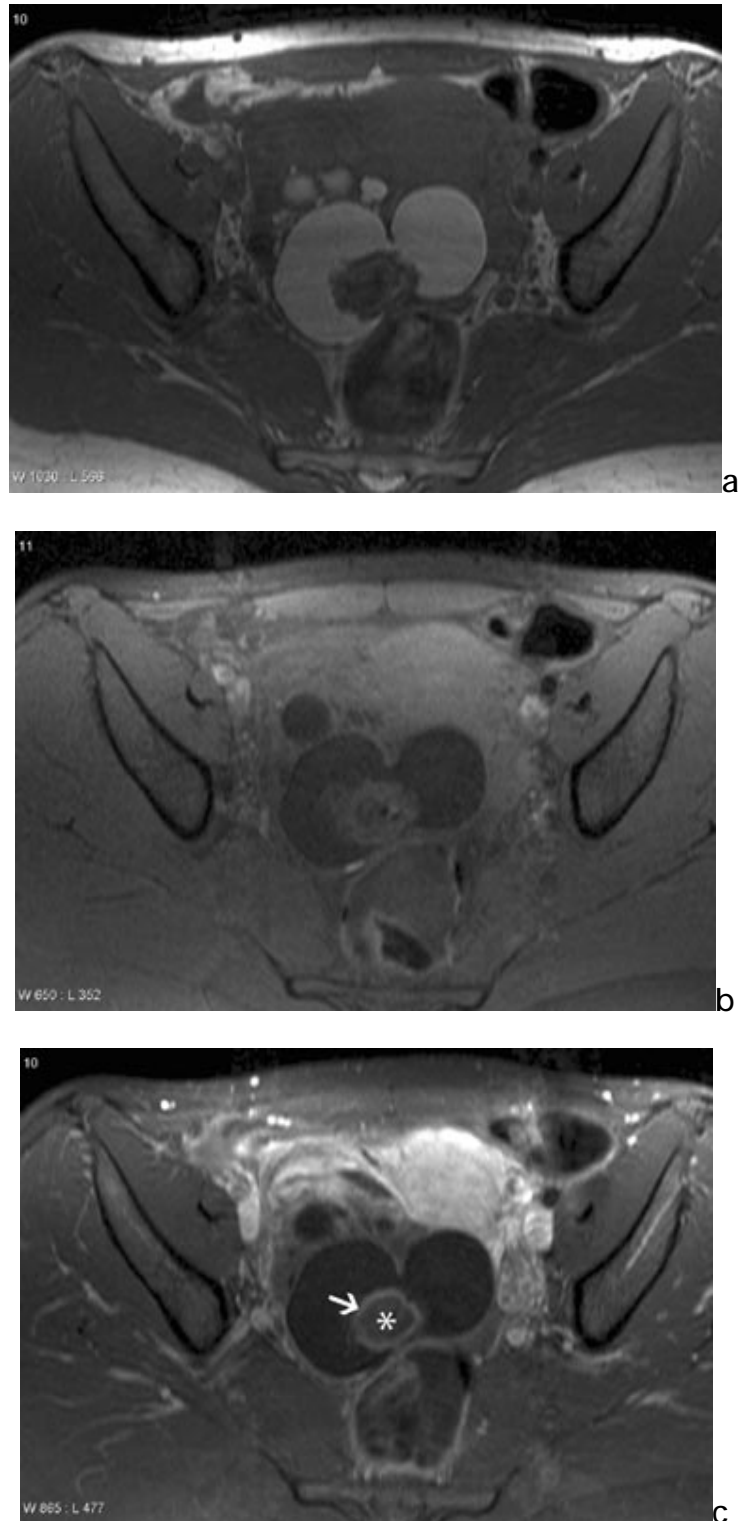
Coupes IRM axiales T1 (a), T1 avec saturation du signal de la graisse sans (b) et avec (c) injection de produit de contraste, Il existe un rehaussement périphérique du nodule de Rokitansky (E) correspondant au revêtement cutané contenant des annexes pilo-sébacées à la surface du nodule. La partie centrale (*) constituée de tissus adipeux, musculaire, nerveux et cartilagineux ne se rehausse pas [37].
